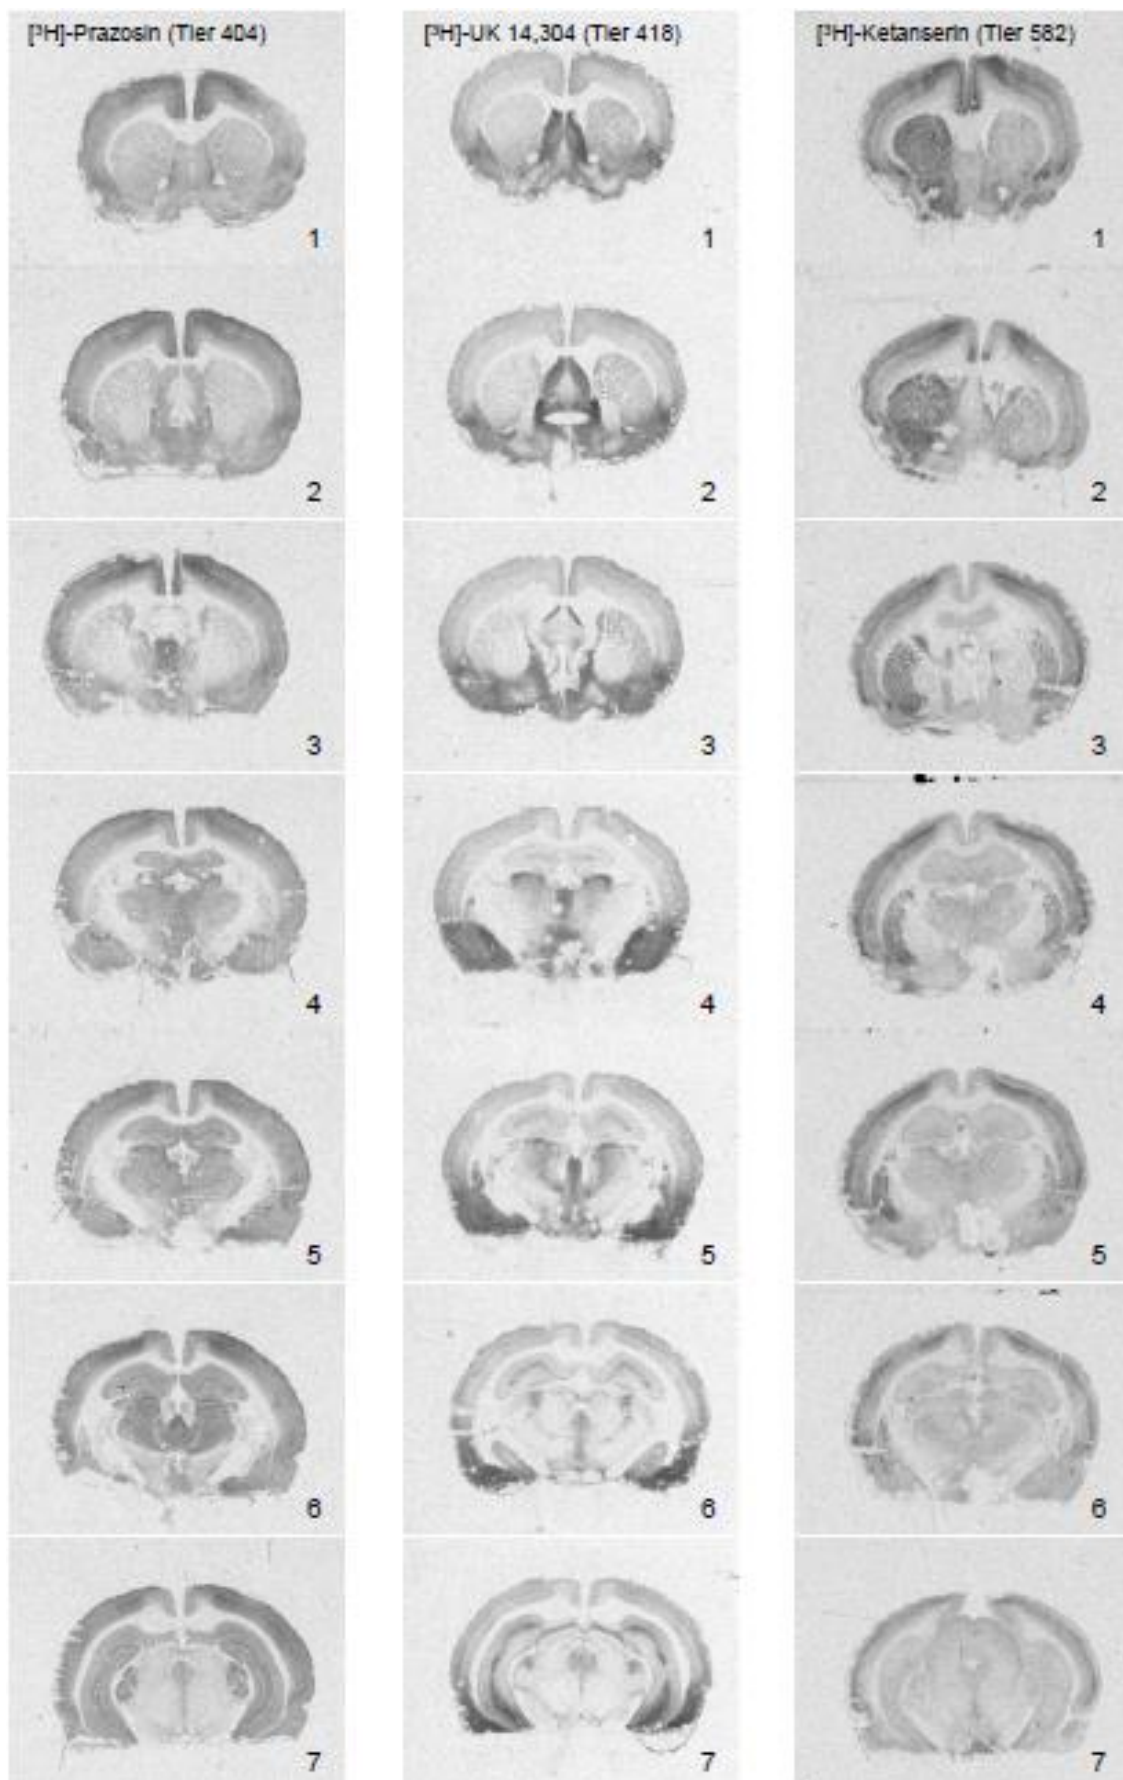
Autoradiographische Bilder von rostral nach kaudal (Teil 3)
